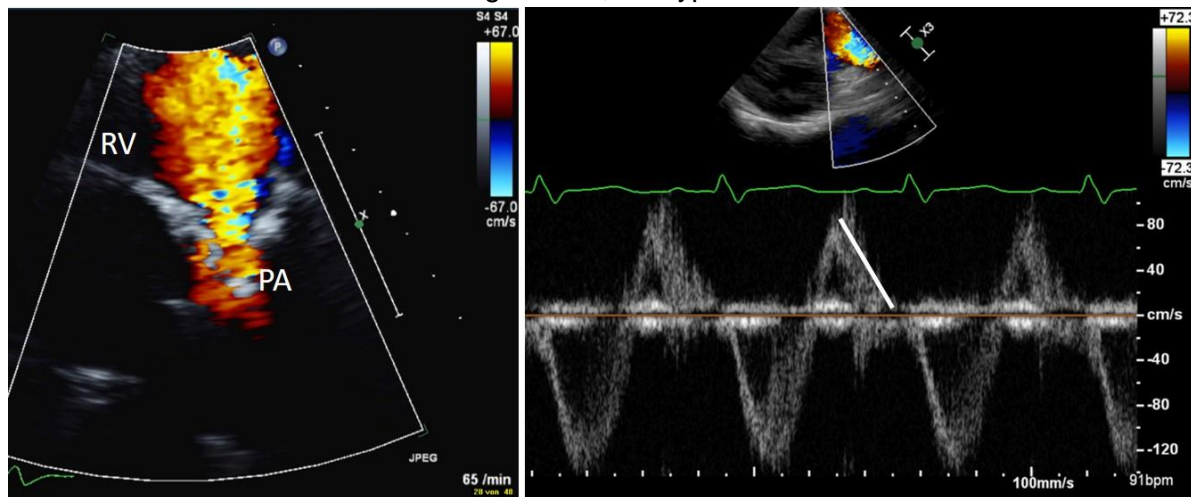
Graduierung der PI in der Dopplerechokardiographie.
